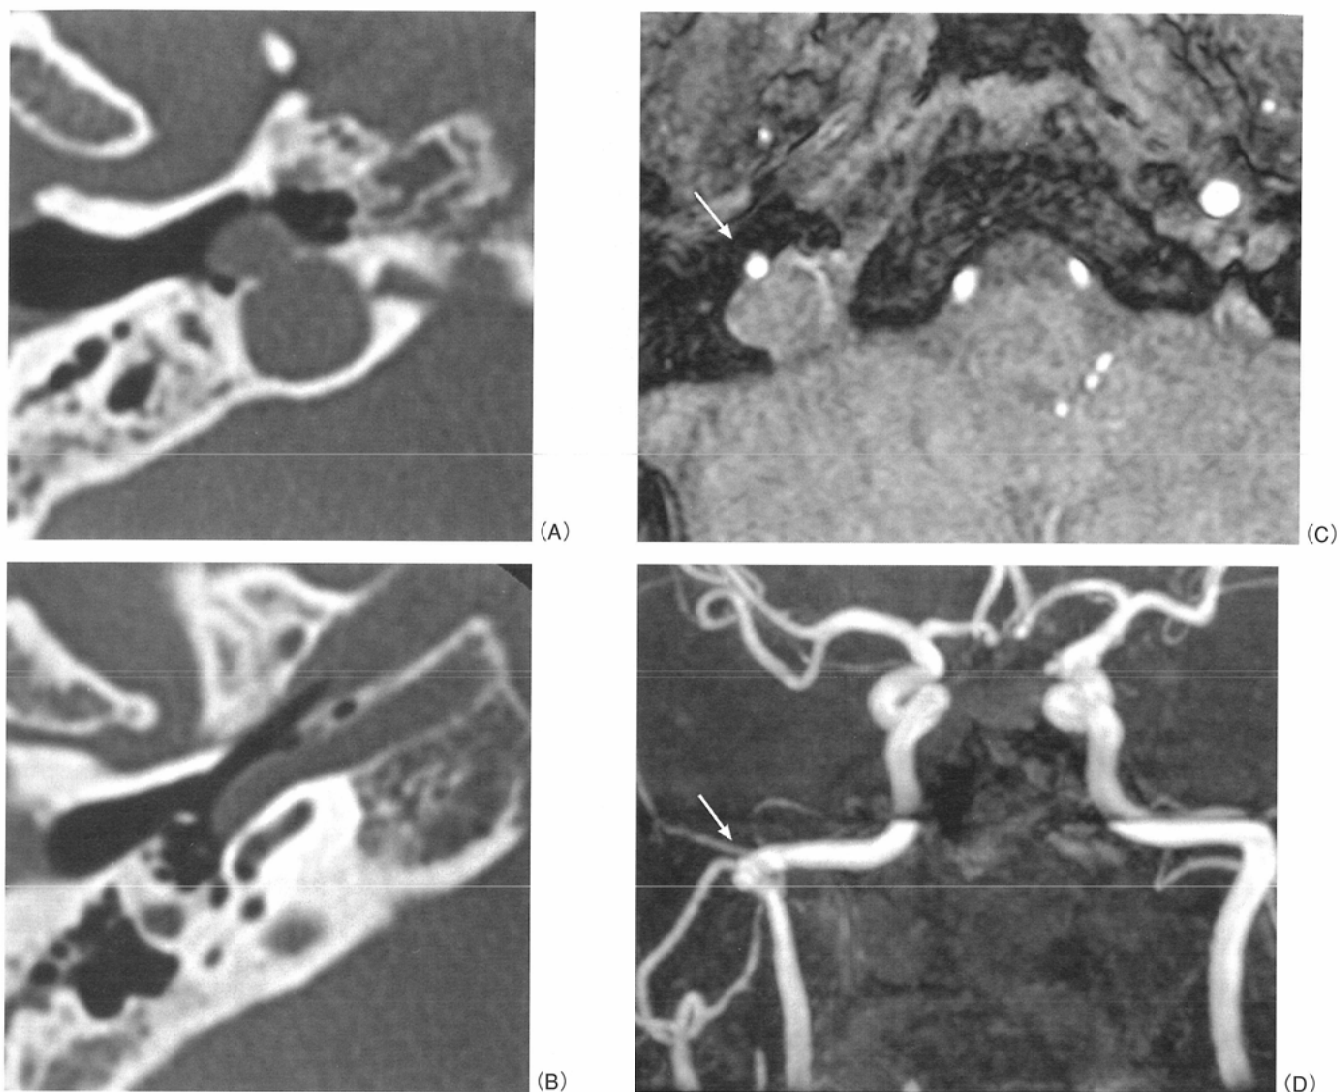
Partial absence of the right internal carotid artery. A, B: Axial HRCT. The proximal portion of the carotid canal is absent, and abnormal soft tissue in the tympanic cavity connects with the distal portion of the carotid canal. (C) Source image and (D) MIP image of the 3D time-of-flight MRA shows abnormal course of the right internal carotid artery (arrow).
